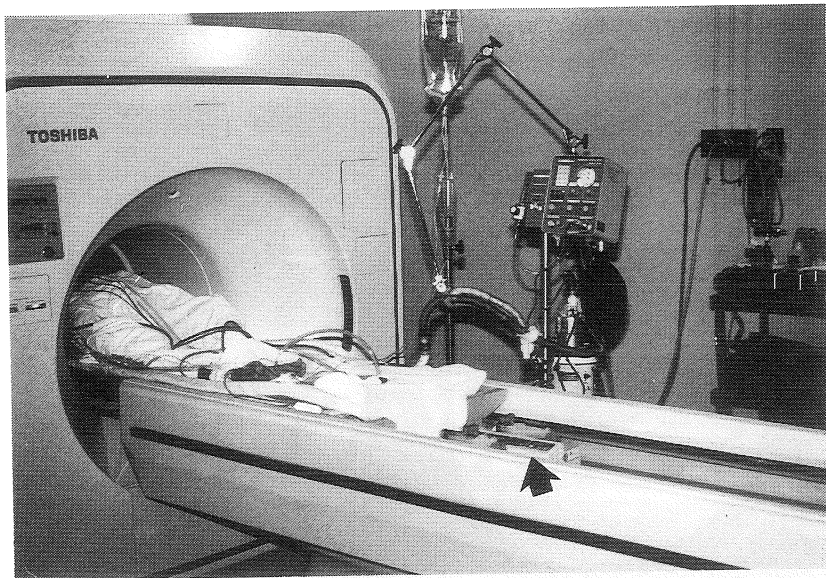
重症患者の MRI 検査. 酸素, 圧縮空気の配管より人工呼吸器, Tチューブを経て呼吸
